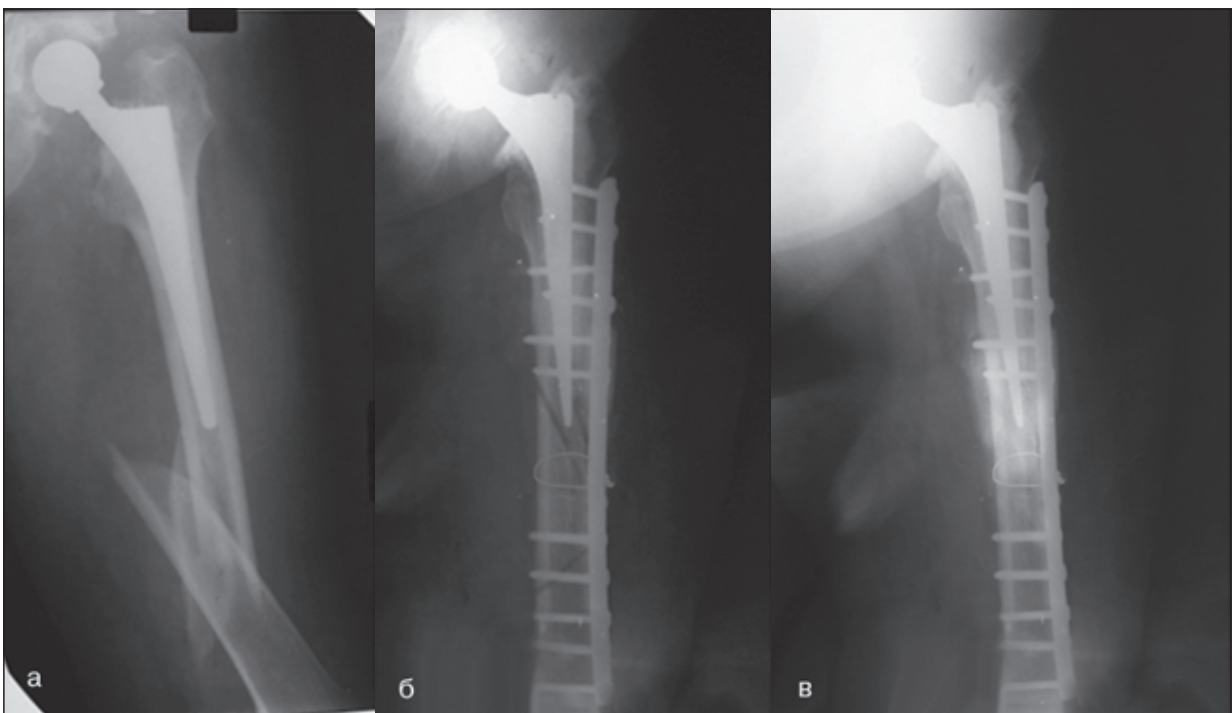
Фотокопія рентгенограм хворої Н., 71 рік, історія хвороби № 6420. Діагноз: закритий ППСК праворуч на рівні ніжки ендопротеза, перелом типу В1 згідно з Ванкуверською класифікацією (а). Виконано остеосинтез перелому DCP-пластиною, гвинтами та серкляжем (б). Зрощення перелому стегнової кістки, добрий віддалений функціональний результат, 85 балів за шкалою Харріса через 2,5 року після операції в динаміці дослідження (в)
